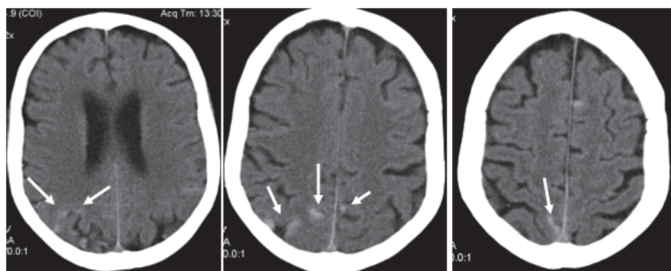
Аксиальные СКТ-томограммы больной Т. (26.02.2014). Стрелками отмечены множественные локальные субархноидальные и кортикальные очаги, скорее всего, вторичного генеза; субатрофическая наружно-внутренняя гидроцефалия.
